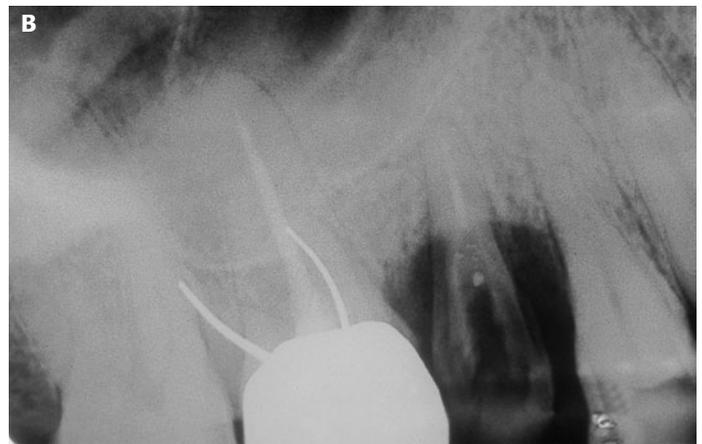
(A) Resto radicular del 1.5. (B) La radiografía evidencia las características del resto radicular (descalcificación de la corona, diente desvitalizado, etc.) y su íntima relación con el seno maxilar.
